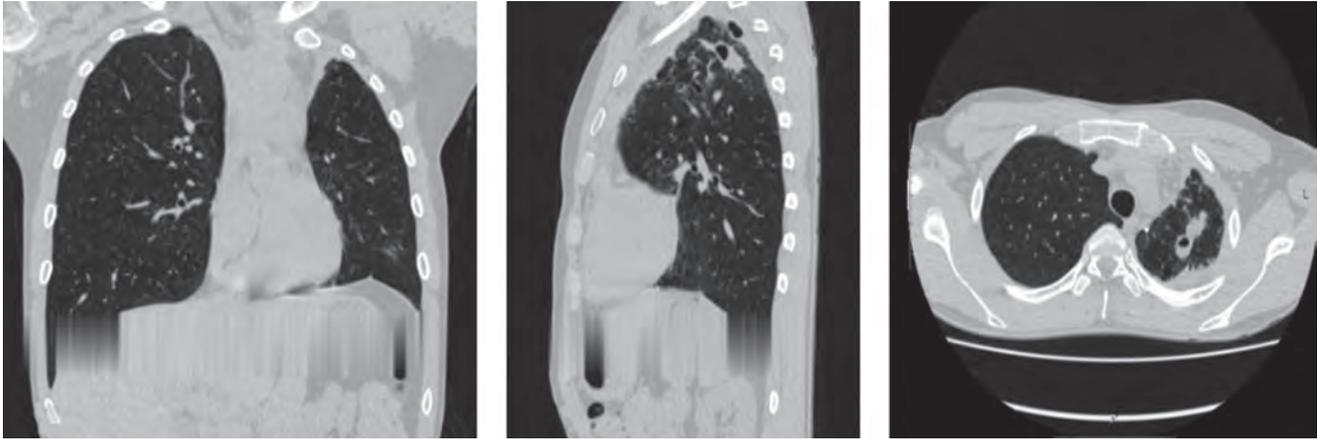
МСКТ ОГК через 4 мес химиотерапии (12.12.2017)
